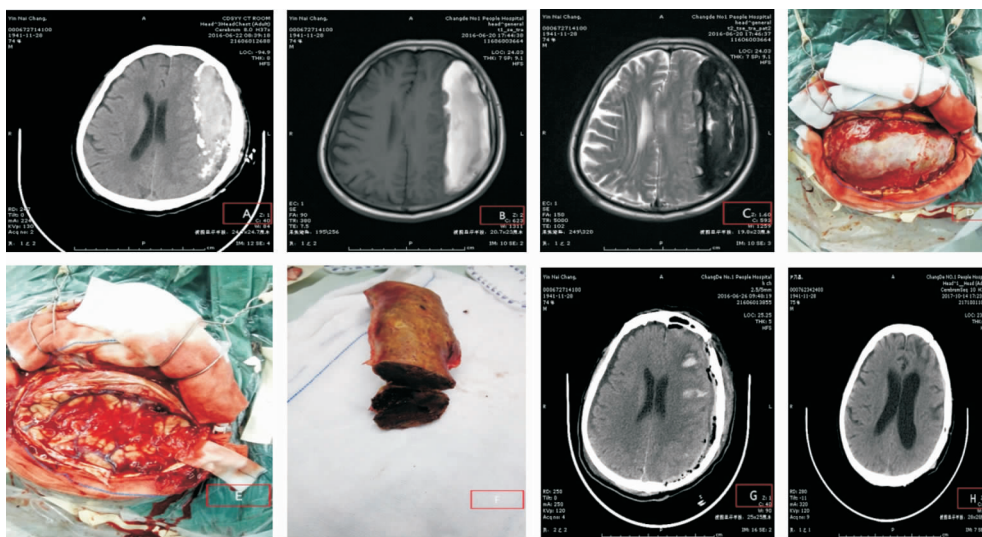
患者,男,74岁,以头痛半月入院。A:术前头颅CT示额顶枕部内板下半月形高密度影,脏层可见钙化影;B、C:术前头颅MRI,T1表现为高信号为主的高低混杂信号,T2表现为低信号为主的低高混杂信号;D:术中骨瓣需暴露病变的边缘;E:术中整块切除后脑组织表面少量渗血;F:剖开血肿,似“红砂糖馅的饺子”;G:术后第一天CT复查,手术同侧脑实质内少量迟发出血;H:术后16个月CT复查,脑组织复张。
